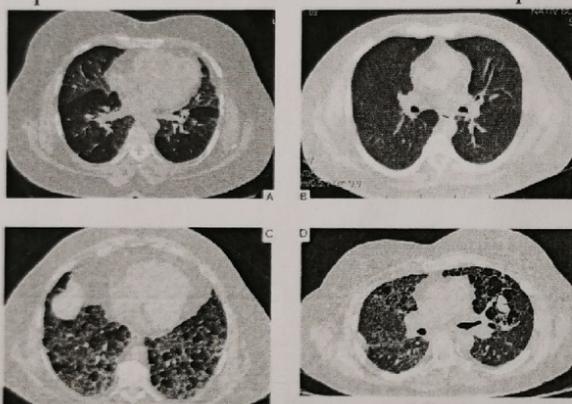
Компьютерная томография легких при ГП. А – пациентка И., 1958 года рождения (зона «матового стекла»); В – пациент Д., 1970 года рождения (ангиодистрофия легких, зоны мозаичной плотности); С – пациентка М., 1958 года рождения (признак «головка сыра»); Д – пациент П., 1971 года рождения (зона мозаичной плотности в верхних полях).
